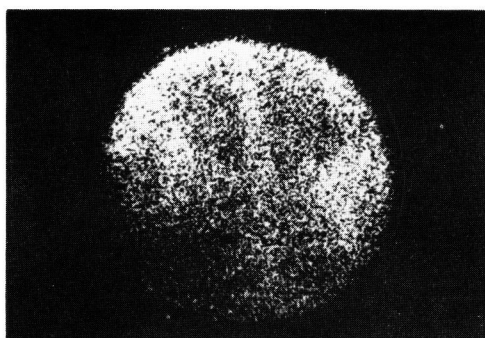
^{99m}Tc -DMSA renal scintigraphy of 41-year-old man with polycystic kidney. Left side: early image (Butterfly figures are characteristic in ^{99m}Tc -DMSA renal scintigraphy of polycystic kidney.). Right side: late image.
